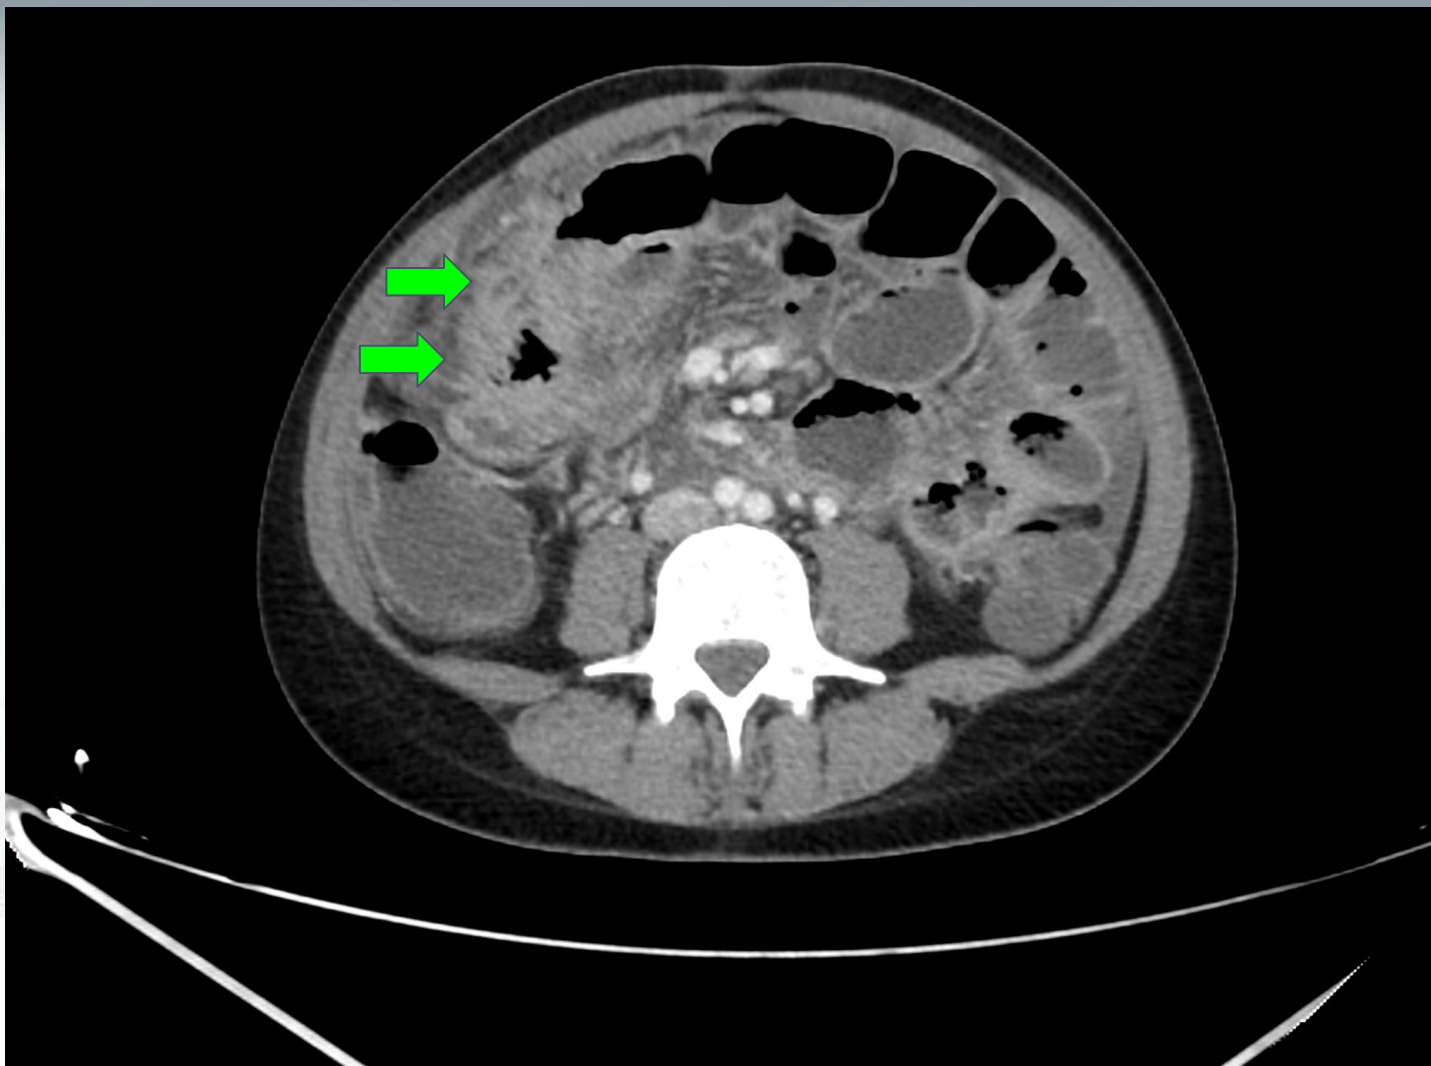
Misma paciente de la (fig 5 y 6)TC abdominal con contraste intravenoso (corte axial): se confirma extenso plastrón omental en el hemiabdomen derecho, asociado a engrosamiento irregular de un asa ileal adyacente (Flecha Verde) . la Biopsia de omento (BAG): peritonitis granulomatosa necrotizante con bacilos ácido-alcohol resistentes (Ziehl-Neelsen), compatible con tuberculosis.
